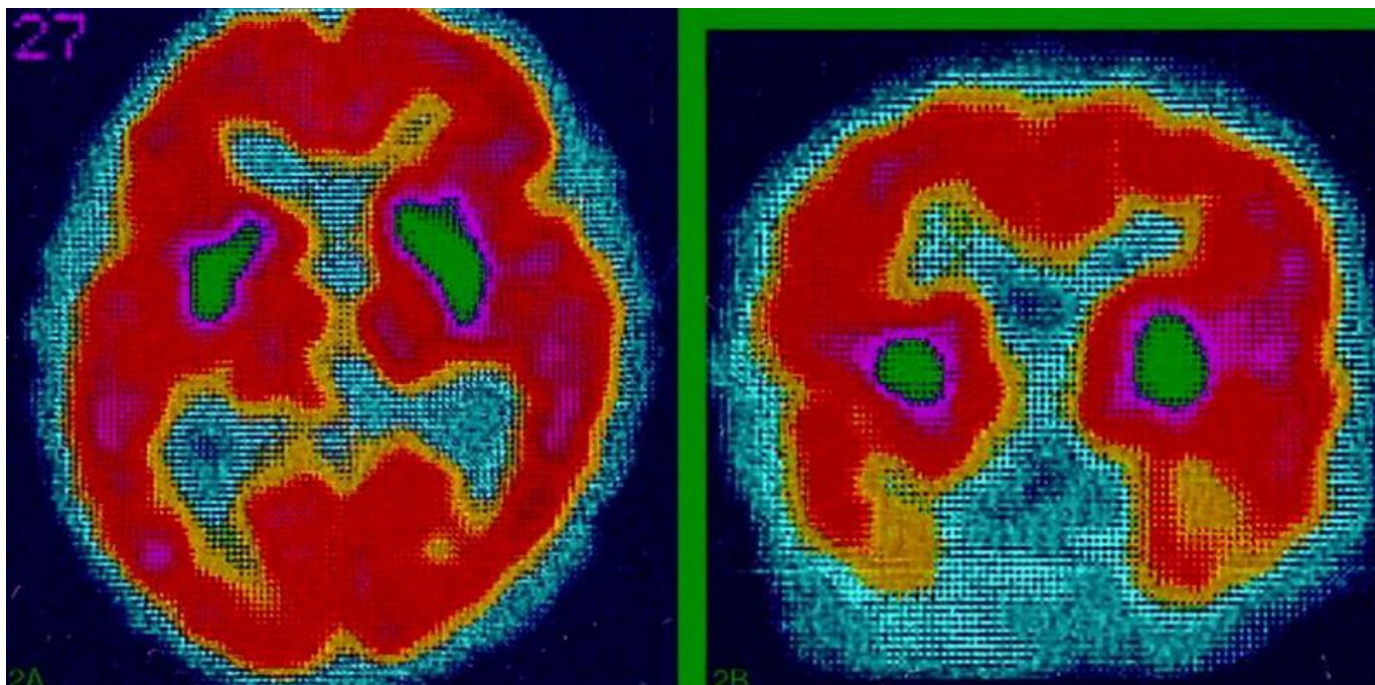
ПЭТ-исследование головного мозга при болезни Галлервордена-Шпатца.
